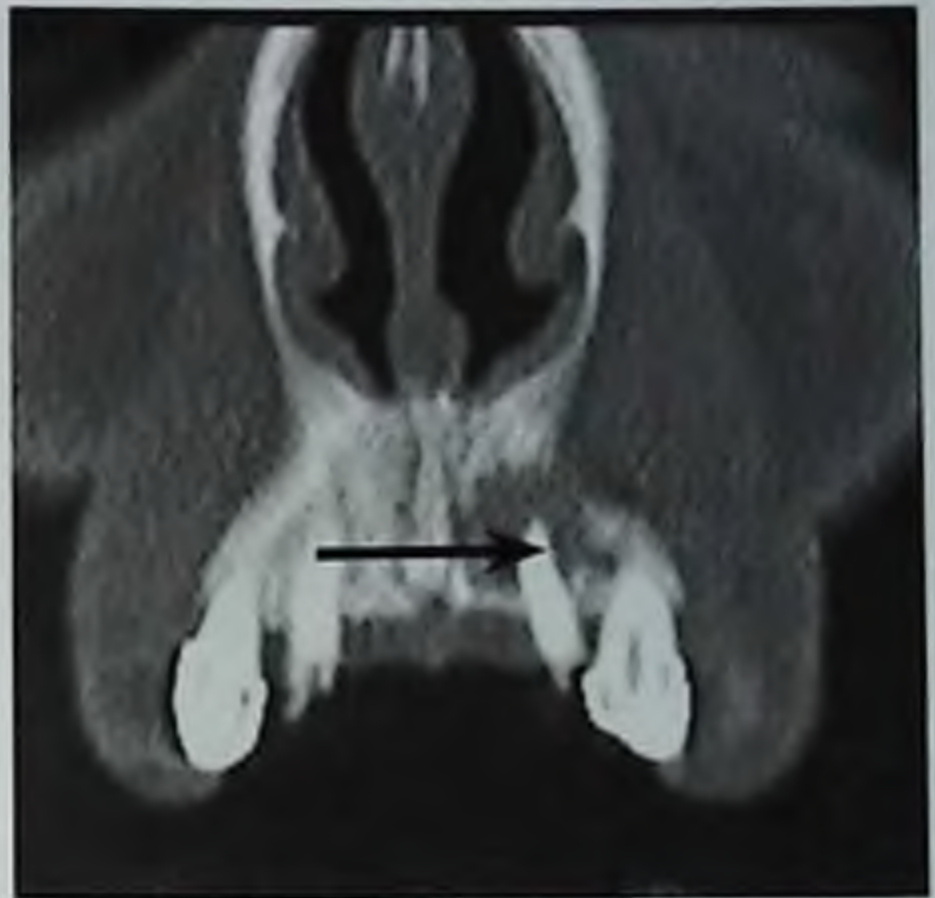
Тот же больной. Компьютерно-томографический срез фронтального отдела верхней челюсти
